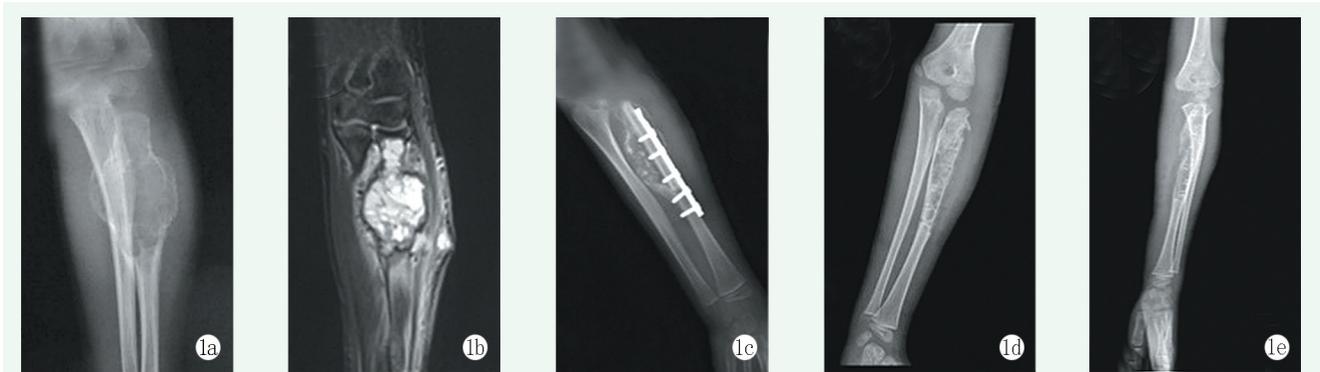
患者，男，6岁 1a: 左桡骨近端X线片可见囊性骨质破坏 1b: MRI见左桡骨近端T1长信号改变 1c: 术后复查正位X线片见内固定位置良好 1d: 术后2年后内固定取出后，正位X线片见骨质膨胀较前明显好转 1e: 内固定取出后侧位X线片见骨质良好，无明显膨胀
